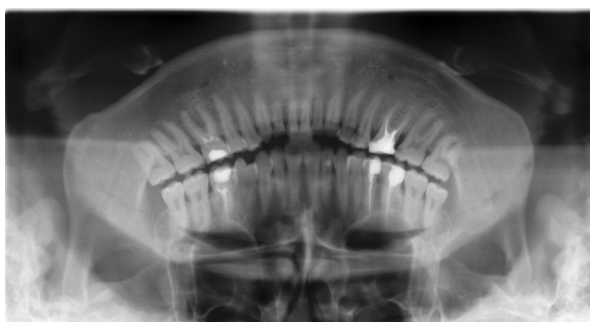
Рентгенография 5-го зуба справа на верхней челюсти через 6 месяцев после применения наночастиц золота
